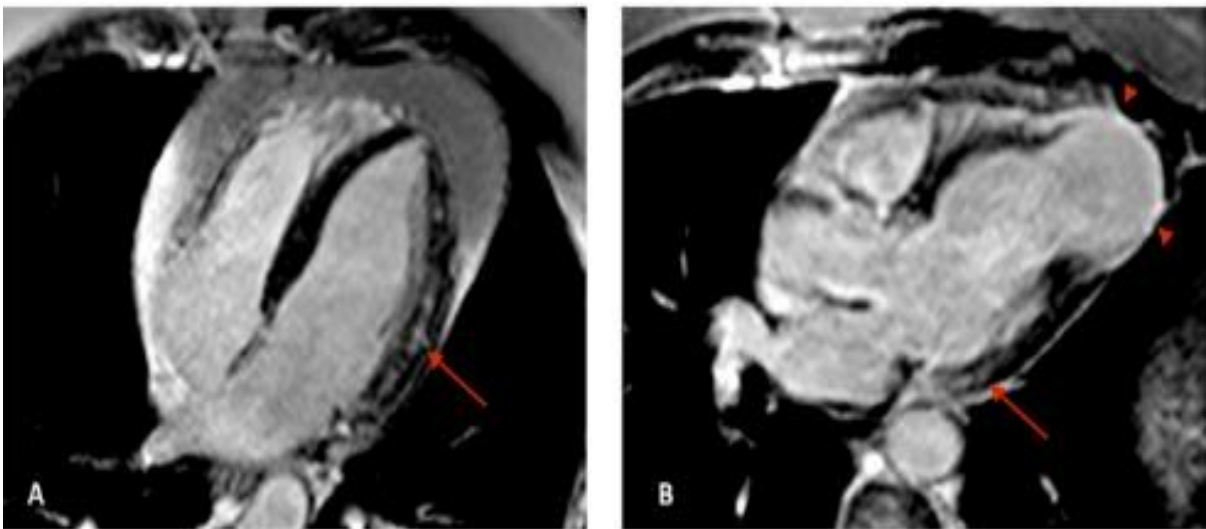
Imagem de ressonância magnética em cortes 4 câmaras (A) e 3 câmaras (B) mostrando áreas de fibrose mesoepicárdicas (setas) e transmural em região apical (cabeças de seta) por técnica de realce tardio por gadolínio. Adaptado de (MOLL-BERNARDES *et al.*, 2020)
